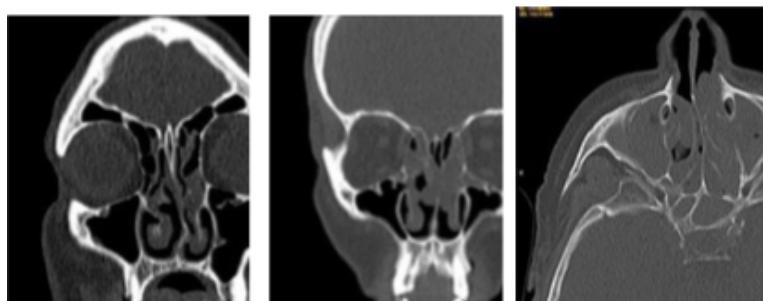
Imágenes de poliposis nasal vistas con TC. Izquierda: poliposis nasal leve. Centro: poliposis nasal moderada. Derecha: poliposis nasal severa.<sup>(3)</sup>
